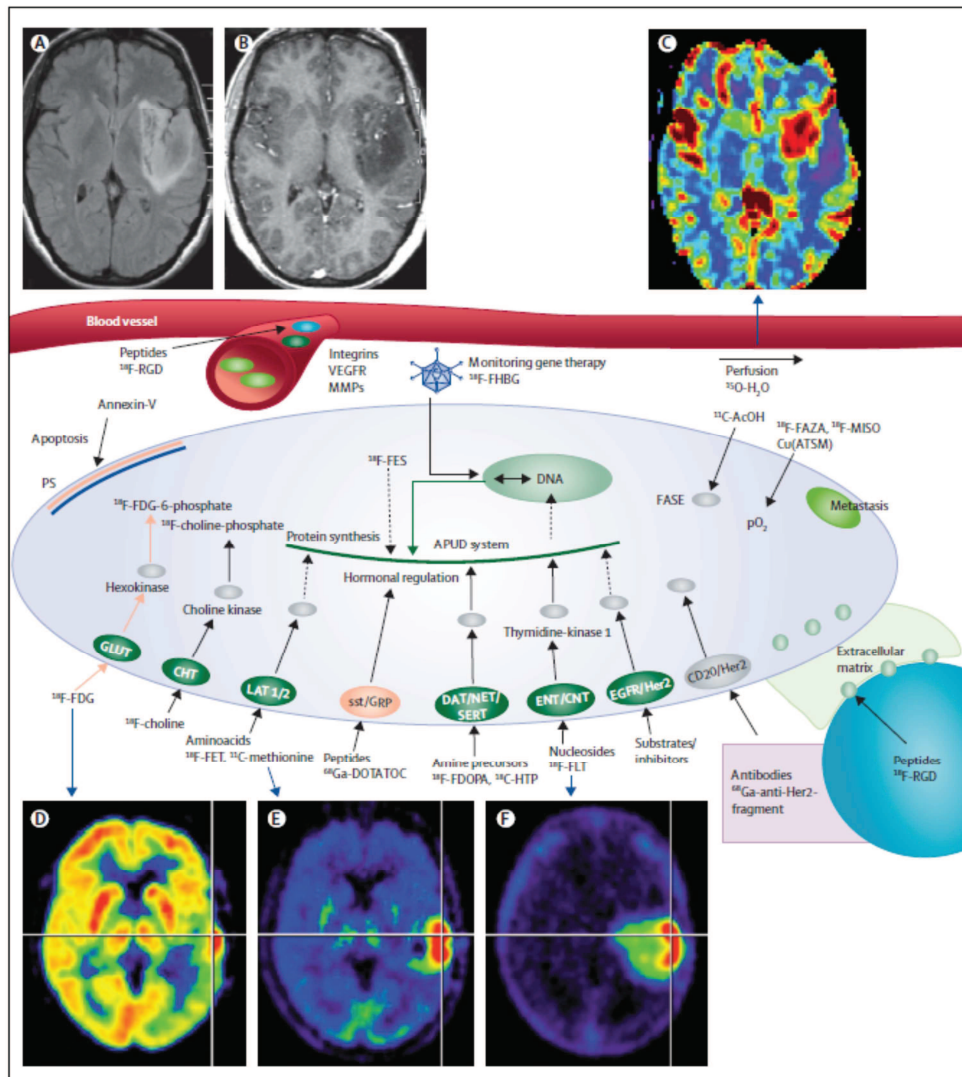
Figure d'après Dhermain *et al.* Exemple de modalités d'imagerie accessible par IRM et TEP pour le suivi de traitement de cancer : A) Séquence IRM FAIR (Fluid-attenuated inversion recovery) B) Image IRM pondéré T1 après injection systémique d'un agent de contraste pour localiser les zones de lésions de la barrière hémato encéphalique. C) Mesure de perfusion par IRM (ici le volume sanguin cérébral). D) Imagerie PET de l'agent de contraste ^{18}F -FDG-PET pour localiser les zones de haute densité cellulaire. E) Imagerie PET de l'agent de contraste ^{11}C -méthionine, marquant la néovascularisation. F) Imagerie PET de l'agent de contraste ^{18}F -FLT, marquant la prolifération cellulaire.
